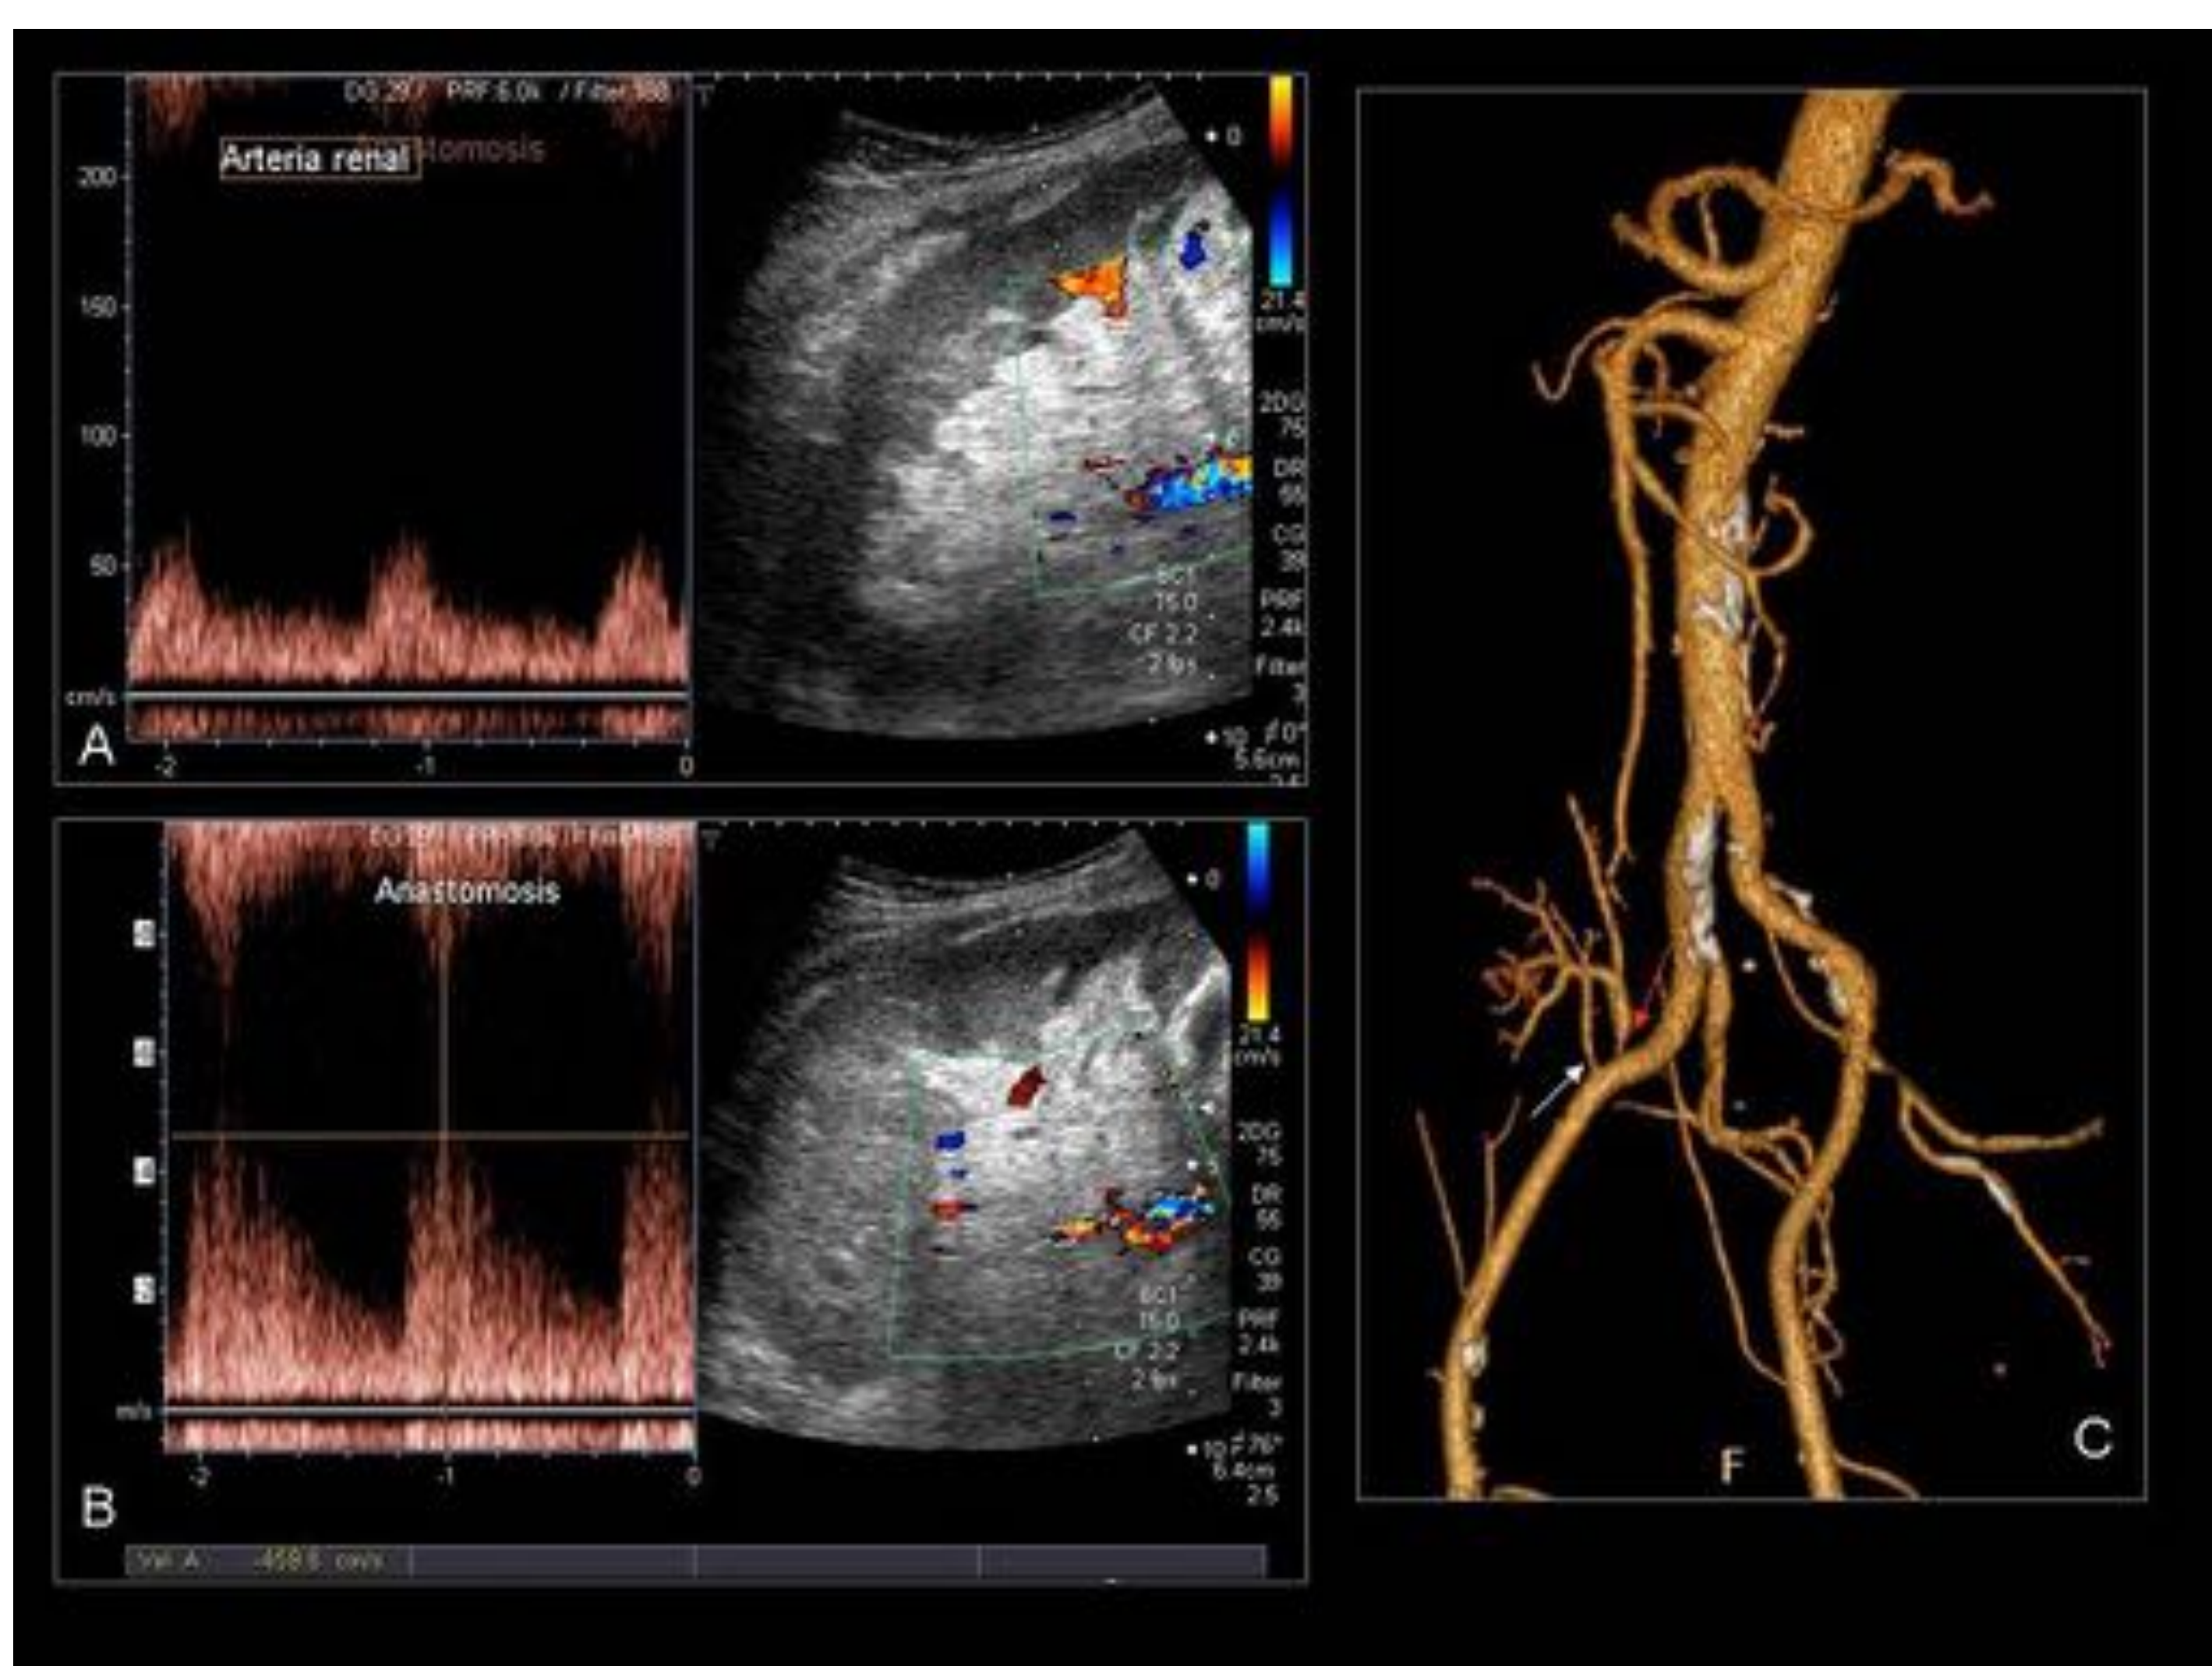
Injerto renal con doble arteria renal. Una presentaba calibre y velocidad normal (imagen A, flecha blanca) mientras que la segunda presentaba en ecografía Doppler velocidades elevadas debido a una estenosis (imagen C, flecha roja).
